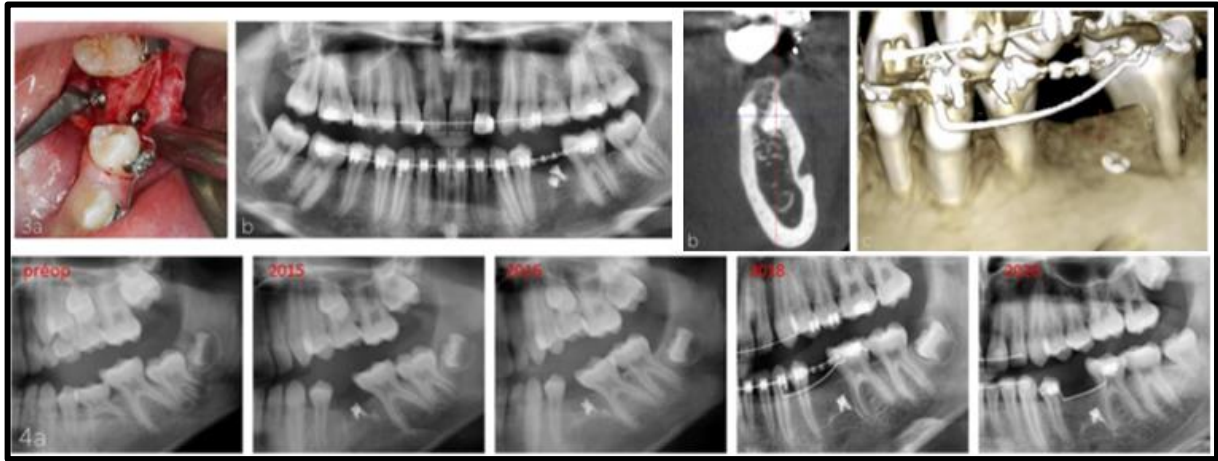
Cas de pose de microvis pour favoriser la préservation du volume osseux suite à l'avulsion d'une molaire temporaire : photographie endobuccale, radiographie panoramique post-opératoire, images issues du CBCT, radiographies panoramiques pré-opératoire et à différents temps post-opératoires (30)
